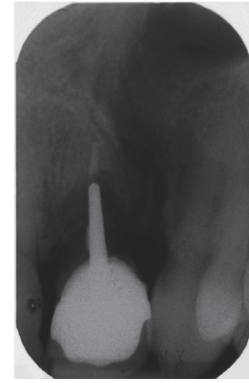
radiographie rétro-alvéolaire de 21
